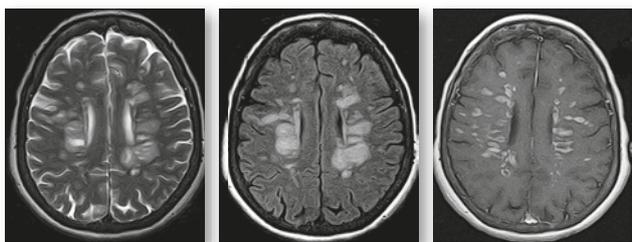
МРТ-зображення головного мозку пацієнта з ГРЕМ у режимах T2 (А), T2/Flair (Б) і T1 (В) із внутрішньовенним контрастуванням
